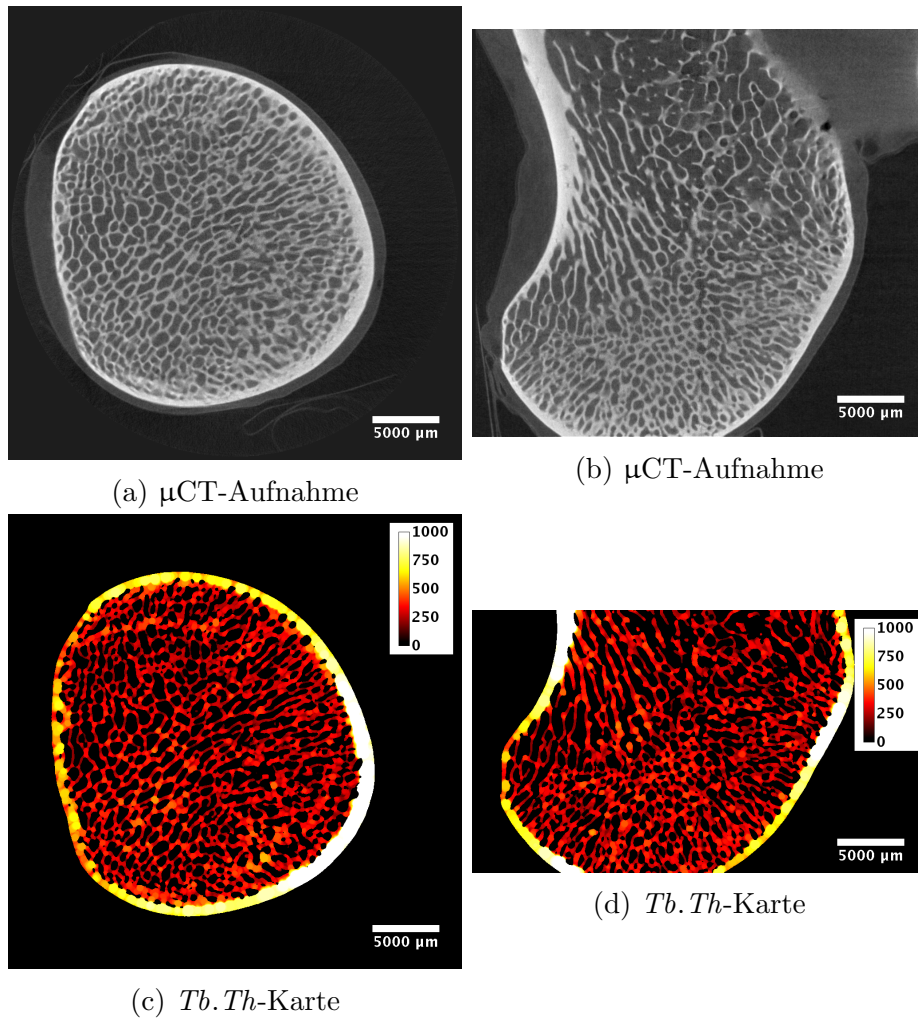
(a & b) Orthogonale  $\mu$ CT-Aufnahmen des Hüftkopfs von der gesunden Gegenseite bei Tier B.
